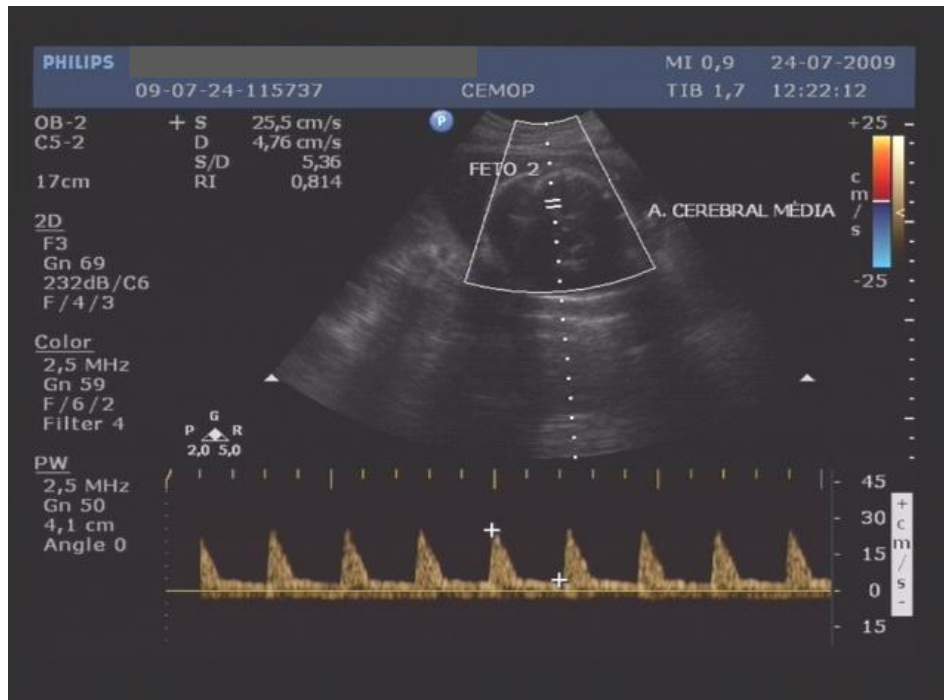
Feto 2 – Análise Doppler velocimétrica da artéria cerebral média.
